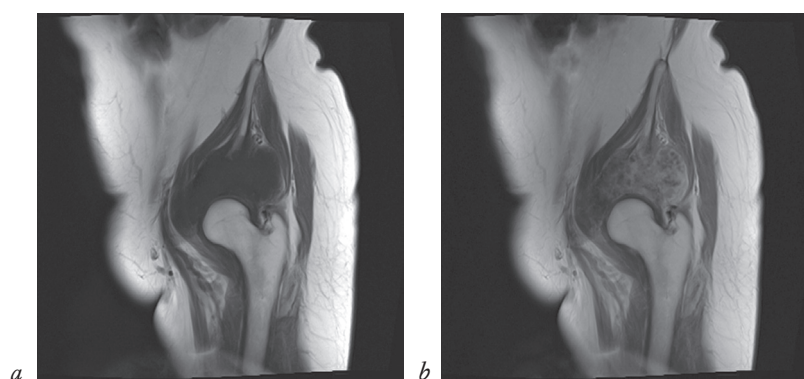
Магнитно-резонансная томография, T1 в косой сагитальной проекции: срез до введения контрастного препарата (а) и после (б)
